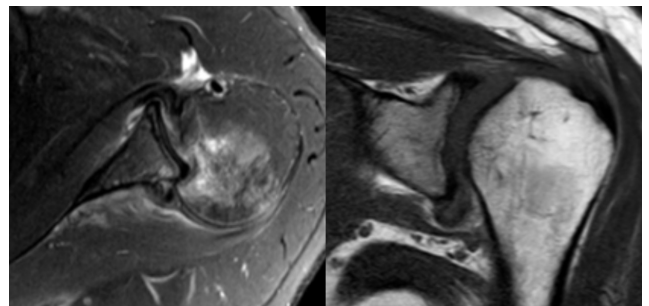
Resonancia magnética que se evidencia tejido fibrótico periarticular, con imagen sugestiva de lesión del labrum posterior.
